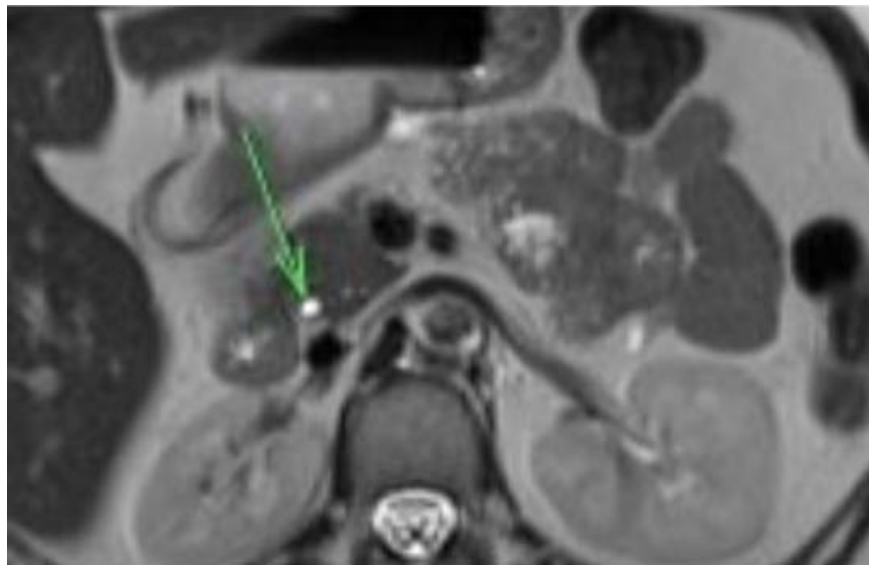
IRM pancréatique Coupe axiale pondée en T2 objectivant la VBP (77)
